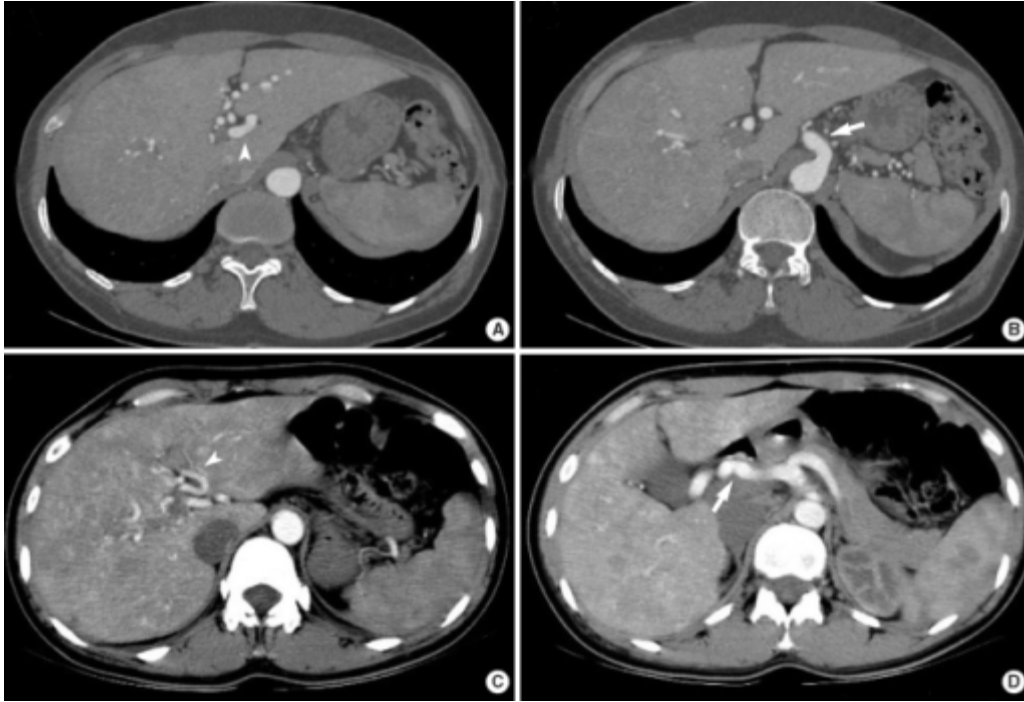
Angio-TC abdominal: (A) y (B): dilatación del tronco celiaco un eje celiaco (flecha), arteria hepática prominente (punta de flecha) con múltiples vasos colaterales aberrantes y una atenuación heterogénea del hígado. (C) y (D) muestran una dilatación tortuosa severa de la arteria hepática (flecha) y sus ramas intrahepáticas (punta de flecha) con realce hepático moteado. Lee ST, et al. *J. Korean Med. Sci.* (2009)
